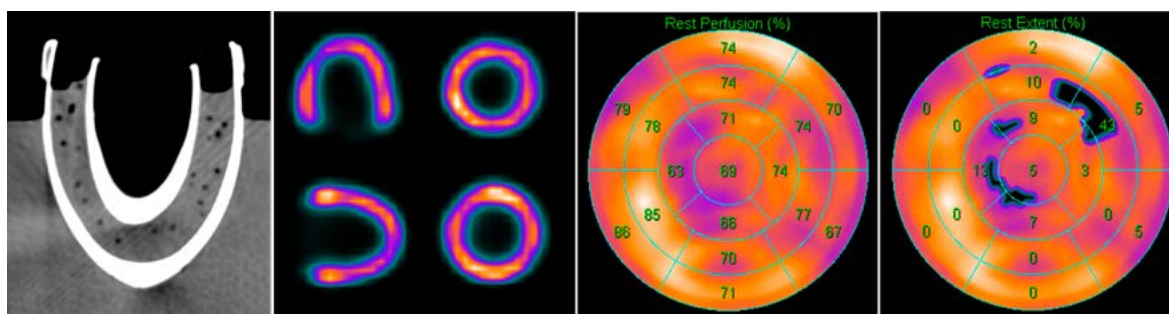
Моделирование диффузной неравномерности перфузии с помощью фантома миокарда.
